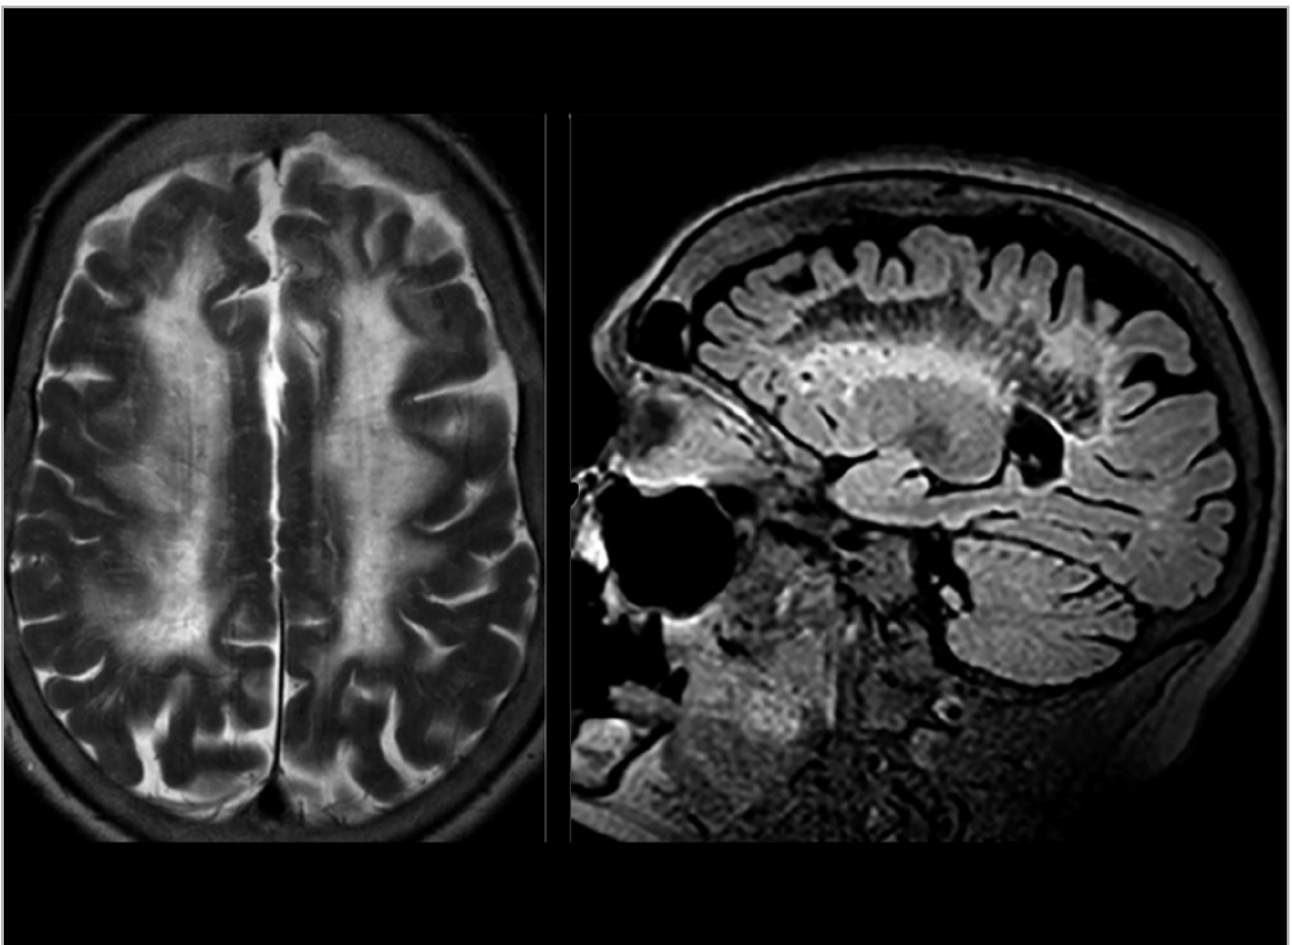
Hallazgos radiológicos en la enfermedad de la sustancia blanca evanescente (*vanishing WM disease*). Resonancia de un paciente con enfermedad de la sustancia blanca evanescente. En la figura de la derecha se puede ver la degeneración quística. Radiographics. 2019;39(1):153-68.
